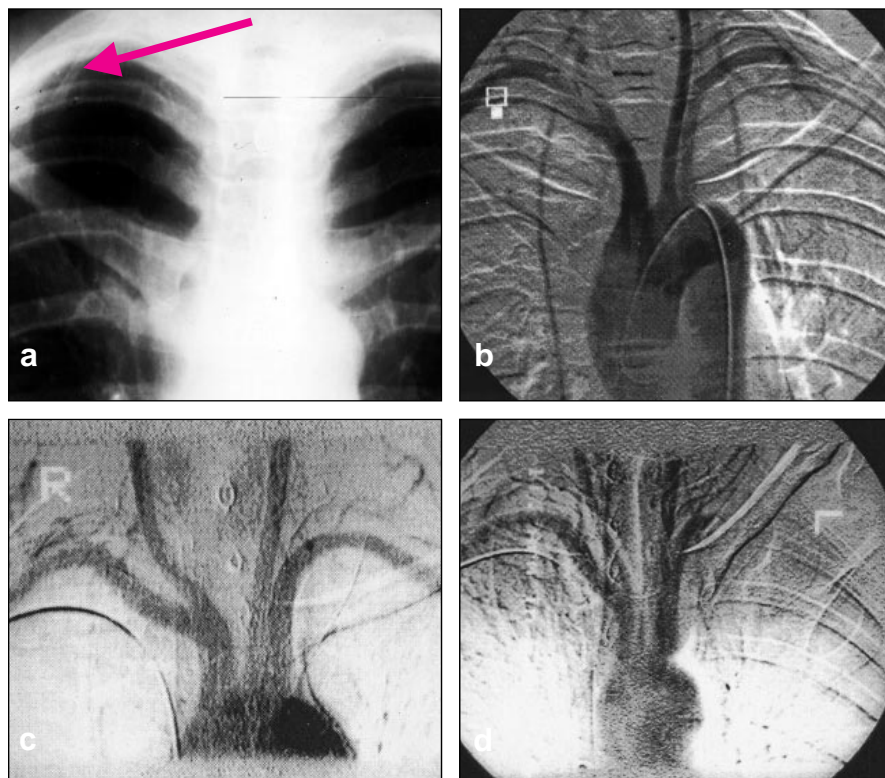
Typische Röntgenbefunde beim neurovaskulären Kompressionssyndrom. a) Typischer Röntgenbefund bei bestehender Halsrippe (Pfeil); b) Angiographie mit Gefäßabbruch der A. axillaris, bedingt durch eine Halsrippe; c) Angiographie in Neutralstellung mit freier Durchgängigkeit der A. axillaris; d) Angiographie in Provokationsstellung (Hyperabduktion des Armes) mit Abbruch der A. axillaris im Rahmen eines Hyperabduktionssyndroms
